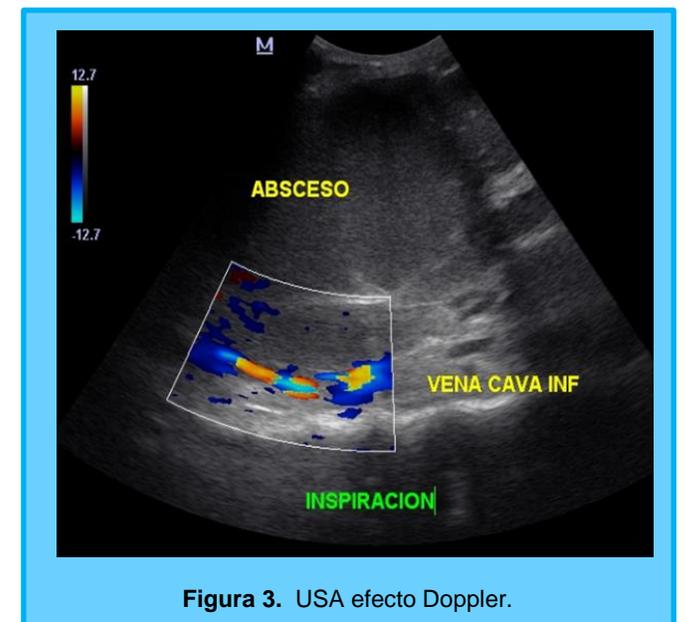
USA efecto Doppler.
